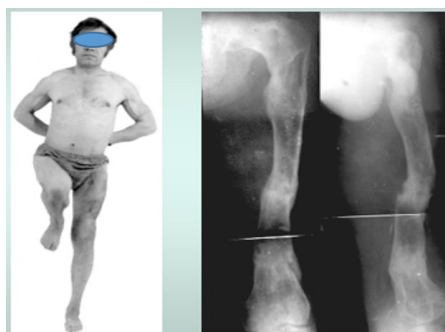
Фото больного и его рентгенограммы через 6 месяцев после окончания лечения
